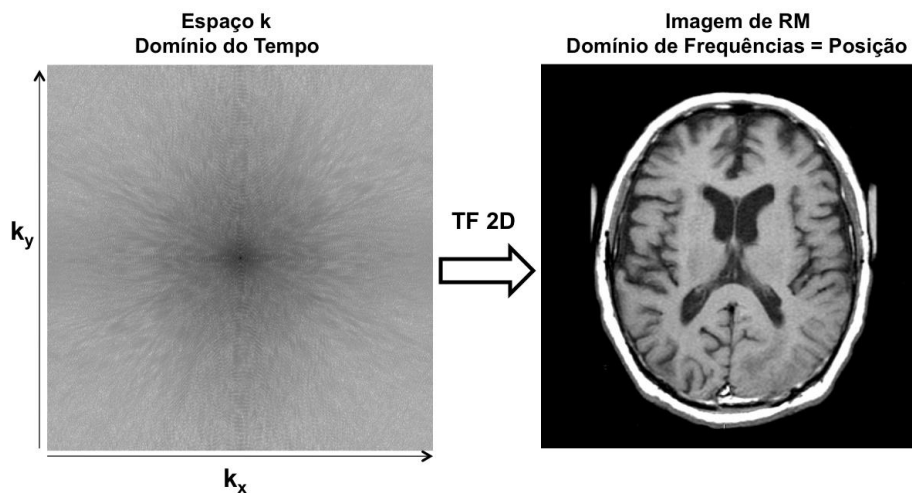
Representação bidimensional da imagem de RM, no domínio das frequências (direita) no Espaço K, no domínio do tempo (esquerda) após a aplicação da transformação de Fourier (TF) [10]
